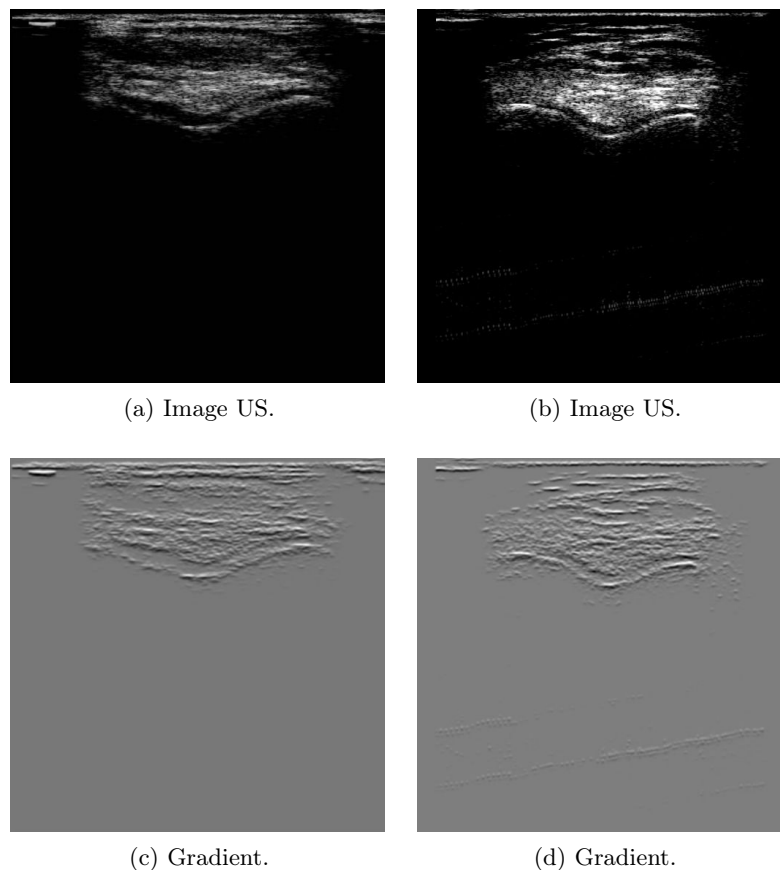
Deux images ultrasonores prises sur deux patients différents. (a) Image ultrasonore pour le patient 1. (b) Image ultrasonore pour le patient 2. (c) Gradient de l'image du patient 1. (d) Gradient de l'image du patient 2.
